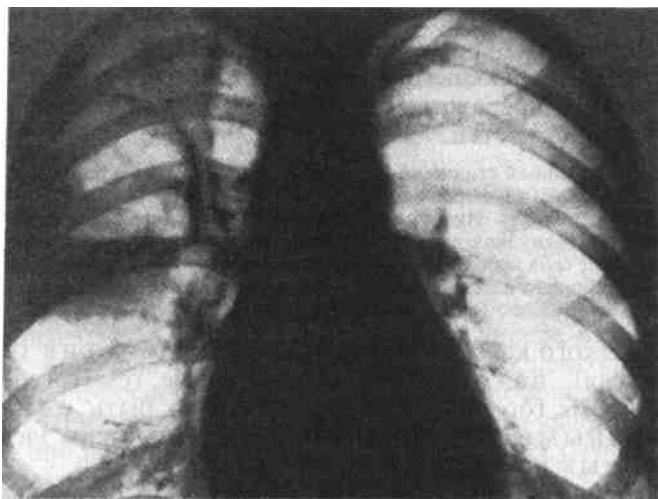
Рентгенограмма. Абсцесс правого легкого.
